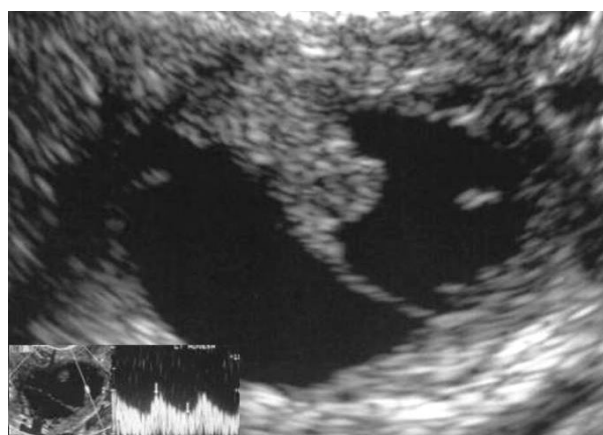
Ecografia de lesão anexial suspeita de malignidade: arquitectura mista (sólida e quística), com espessamento parietal e padrão de fluxo arterial no estudo doppler do septo.
